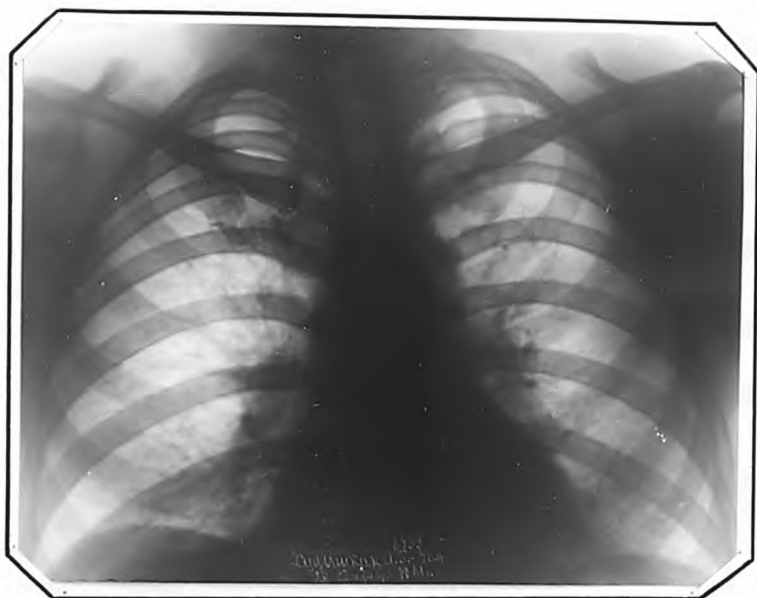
Рентгенограмма т. Х. от 28.1Х.1961 г.
